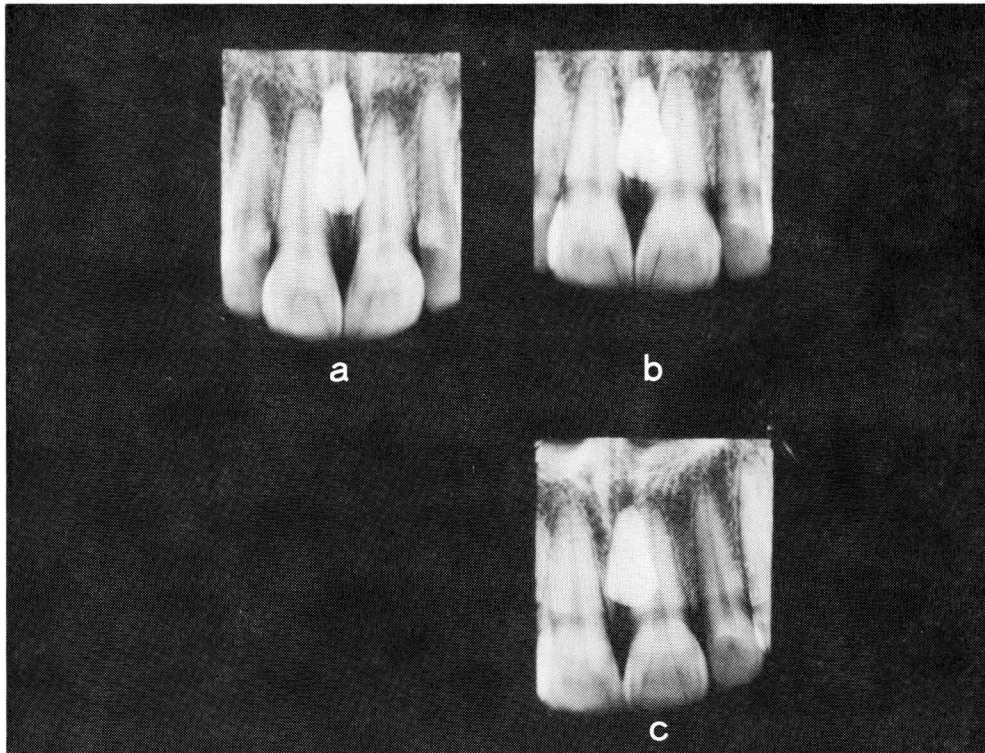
正放線投影法及び偏心投影法によって得られたX線写真
